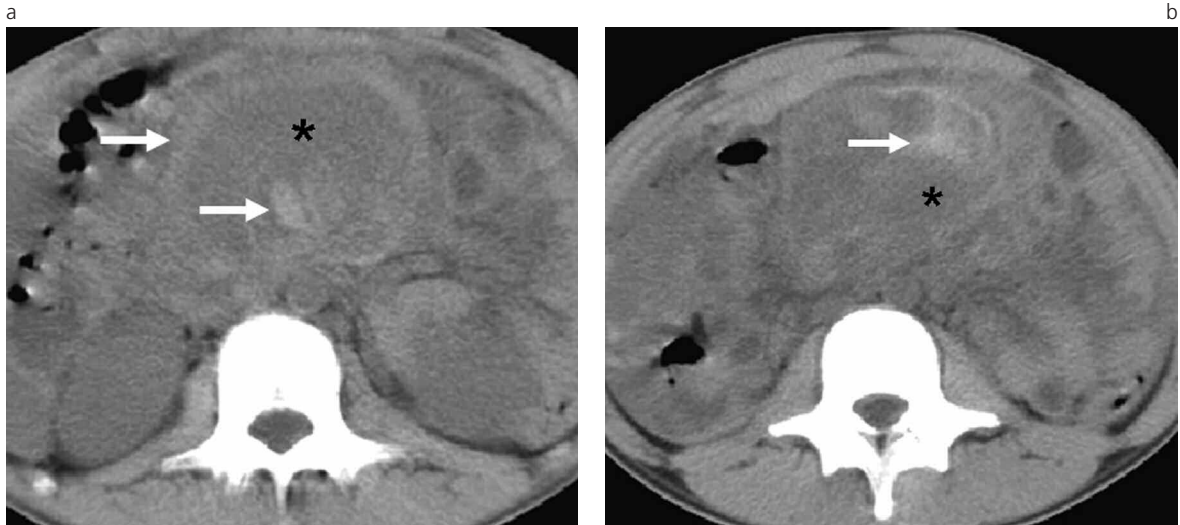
Mesenterio nebuloso y rhabdomyosarcoma abdominal en un paciente de 14 años de sexo masculino. a) y b) TC helicoidal obtenida tras la administración de contraste endovenoso, donde puede observarse la presencia de voluminosa masa lesional, de localización centro-abdominal, heterogénea debido a la existencia de áreas de baja densidad (*), correspondientes a la masa tumoral y áreas de elevada densidad correspondientes a hemorragia aguda activa intratumoral (flechas).
